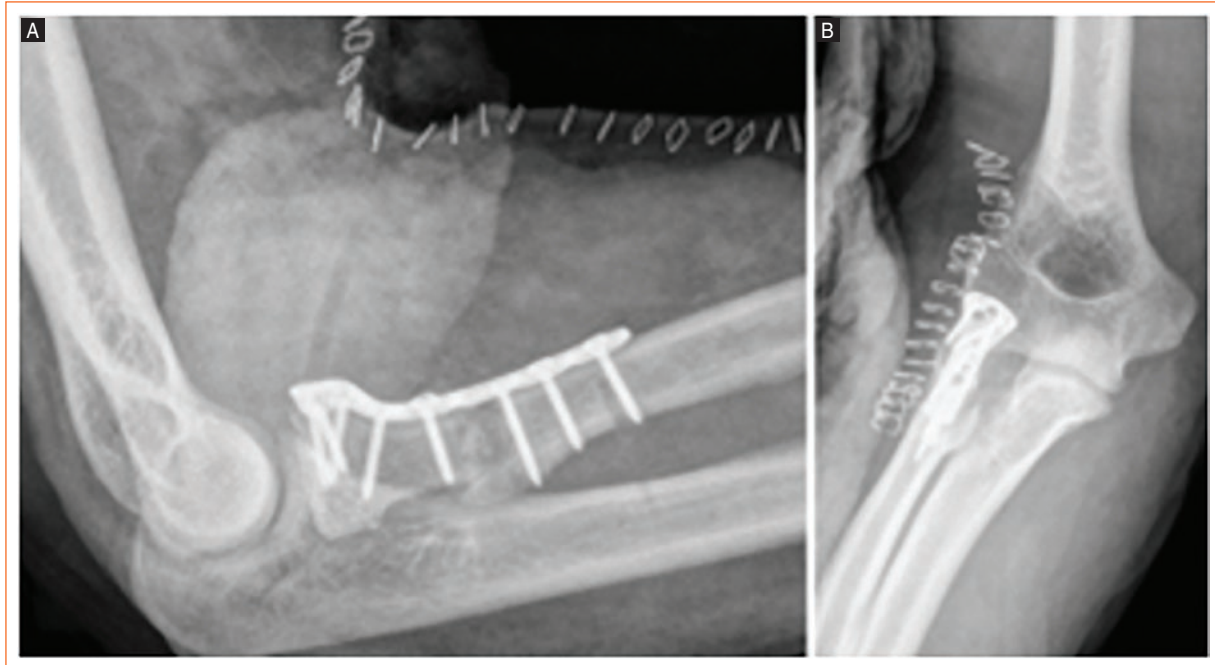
A-B: lateral and anteroposterior postoperative radiographs of the patient demonstrating fracture fixation.
